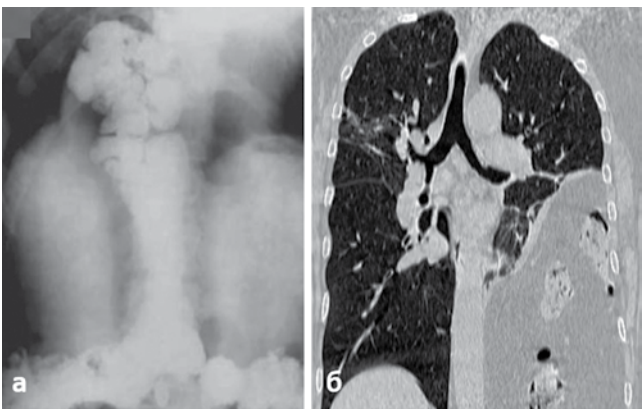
Данные МСКТ ОГК и Rg-графии ОБП некоторых больных с врожденными пороками и аномалиями развития диафрагмы: а – правосторонняя грыжа Морганьи; б – релаксация купола диафрагмы слева
